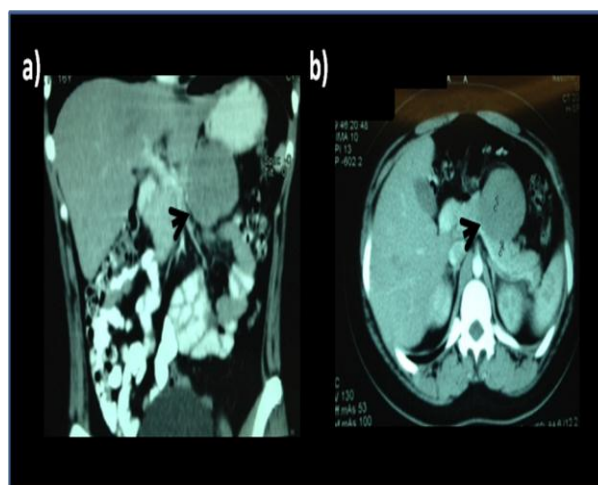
a) Muestra TAC abdomino-pélvica Corte coronal, mientras que la b) TAC abdomino-pélvica Corte Sagital. En ambos casos las flechas señalan la LOE en el cuerpo del páncreas
